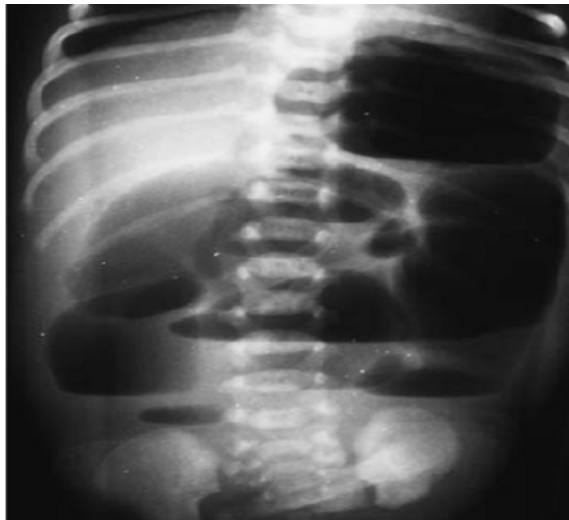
Radiographie thoraco-abdominale de face : une distension intestinale avec des niveaux hydro-aériques grêliques chez un nouveau né présentant une atrésie iléale.
